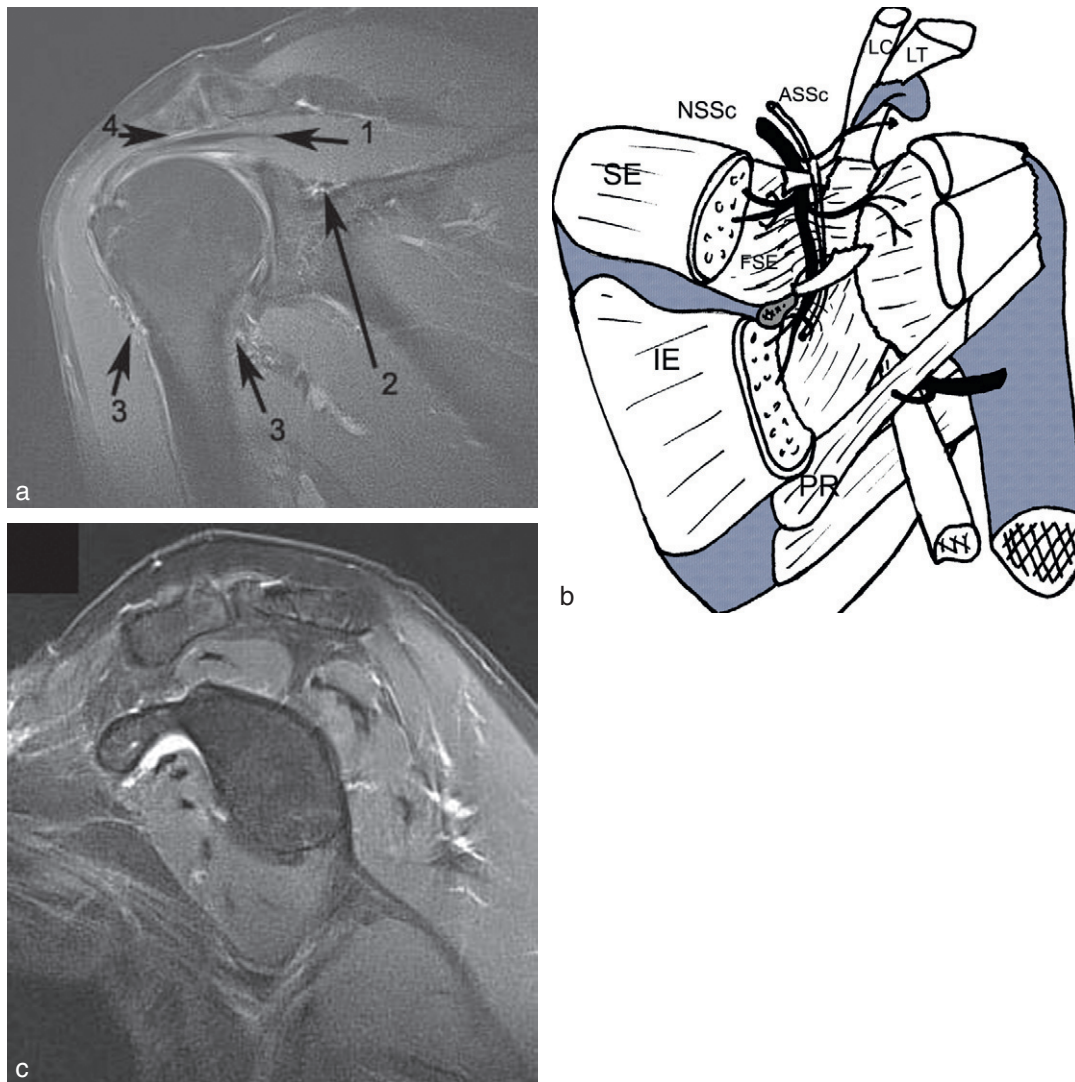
Anatomie et innervation des muscles de la coiffe des rotateurs. a. IRM, coupe coronale. 1 : muscle supraépineux ; 2 : nerf suprascapulaire dans l'incisure scapulaire supérieure ; 3 : nerf axillaire au cours de son passage sous l'articulation scapulo-humérale et à la face profonde du muscle deltoïde ; 4 : bourse subacromiale. b. Vue postérieure. Les muscles supraépineux et infraépineux ont été sectionnés. Le nerf suprascapulaire innerve ces deux muscles. Le nerf axillaire innerve le muscle petit rond par un rameau propre qui naît dans l'espace axillaire latéral et contourne le tendon du chef long du muscle triceps brachial. c. IRM, coupe coronale. La trophicité du corps musculaire du supraépineux peut être évaluée sur une coupe immédiatement médiale [23]. Le contour supérieur du muscle normal dépasse d'au moins un tiers la tangente aux bords supérieurs de l'écaïlle et de l'épine de la scapula. L'appareil tendineux est vu dans l'épaisseur des quatre muscles : trois bandes dans le subscapulaire, une bande relevée en avant dans le supraépineux, une bande épaisse dans l'épaisseur de l'infraépineux, une bande dans l'épaisseur du petit rond.
